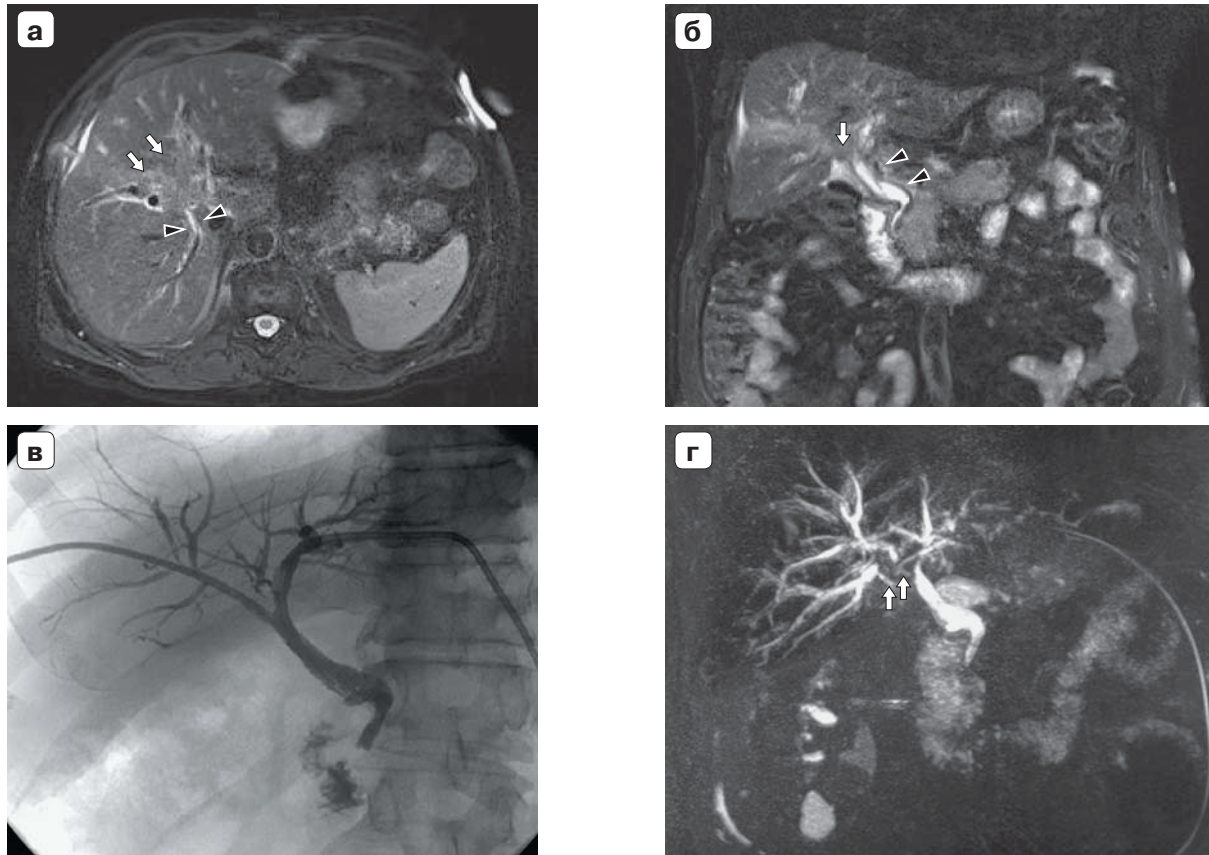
Результаты повторного обследования после медикаментозной терапии. а – магнитно-резонансная томограмма (аксиальное 2D TSE T2ВИ), зона конfluence долевых протоков дифференцируется нечетко (стрелки), уменьшилось расширение внутрипеченочных желчных протоков (крупные стрелки), отек вдоль внутрипеченочных желчных протоков усилился (состояние после ЧЧХС); б – магнитно-резонансная томограмма (коронарное 2D TSE T2ВИ), зона конfluence долевых протоков дифференцируется нечетко (стрелка), стенка верхней трети общего желчного протока стала более ровной, ее толщина уменьшилась (крупные стрелки), перегиб общего печеночного и общего желчного протоков сгладился; в – фистулохолангиограмма, сохраняются сужения субсегментарных, сегментарных и долевых протоков, а также области конfluence; г – магнитно-резонансная холангиопанкреатикограмма, сохраняется неравномерное расширение внутрипеченочных желчных протоков без признаков билиарной гипертензии, просвет в области конfluence по-прежнему не дифференцируется (стрелки).
